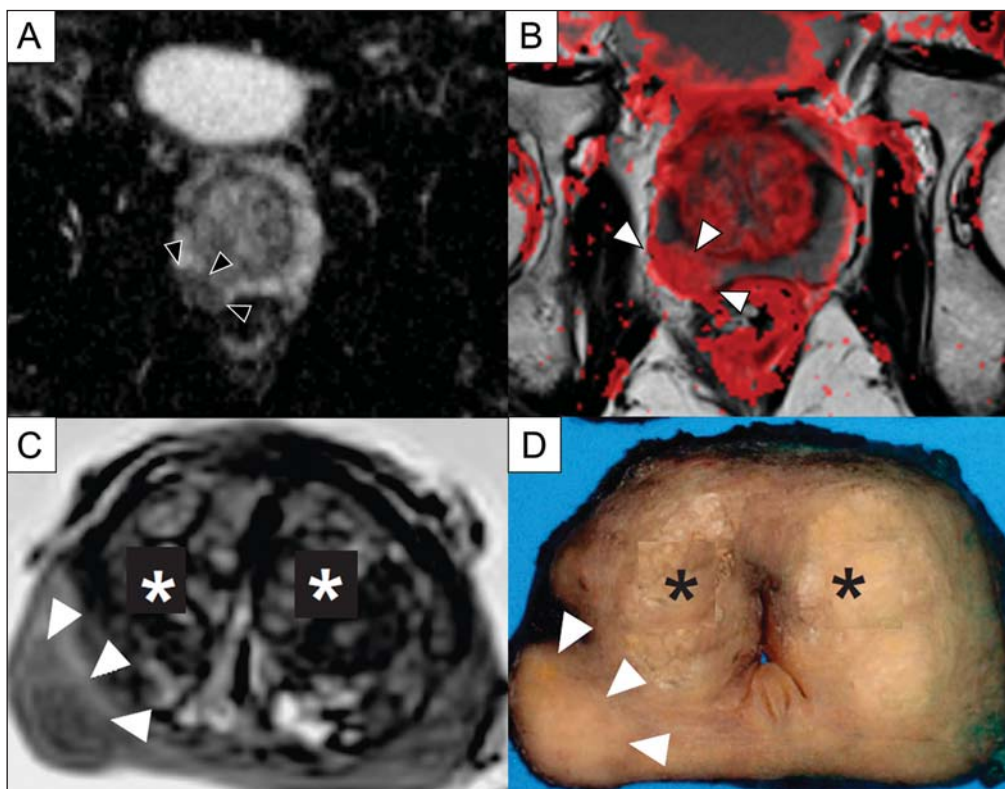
Detecção de CaP com DWI. Mapa ADC do mesmo paciente da Figura 7 (A) mostrando uma lesão focal hipointensa suspeita na zona periférica à direita (cabeças de seta), determinando restrição à difusibilidade da água, com valores de ADC em torno de $750 \times 10^{-6} \text{ mm}^2/\text{s}^2$, enquanto os valores de ADC da zona periférica contralateral encontram-se em torno de $1,600 \times 10^{-6} \text{ mm}^2/\text{s}^2$. A fusão dos dados da DWI com as imagens pesadas em T2 (B) mostra que a lesão detectada no mapa ADC, codificadas em vermelho (cabeça de seta) tem correspondência topográfica com a área suspeita em T2. Este paciente foi submetido a prostatectomia radical, e a amostra cirúrgica foi enviada para exame de RM *ex-vivo* (C), que mostrou a lesão suspeita (cabeça de seta) na mesma região da RM pré-operatória. A amostra cirúrgica no mesmo nível e a orientação das imagens da RM (D) também mostram a área tumoral (cabeça de seta) na mesma localização indicada pela RM. Asteriscos em C e D representam áreas com HPB.
